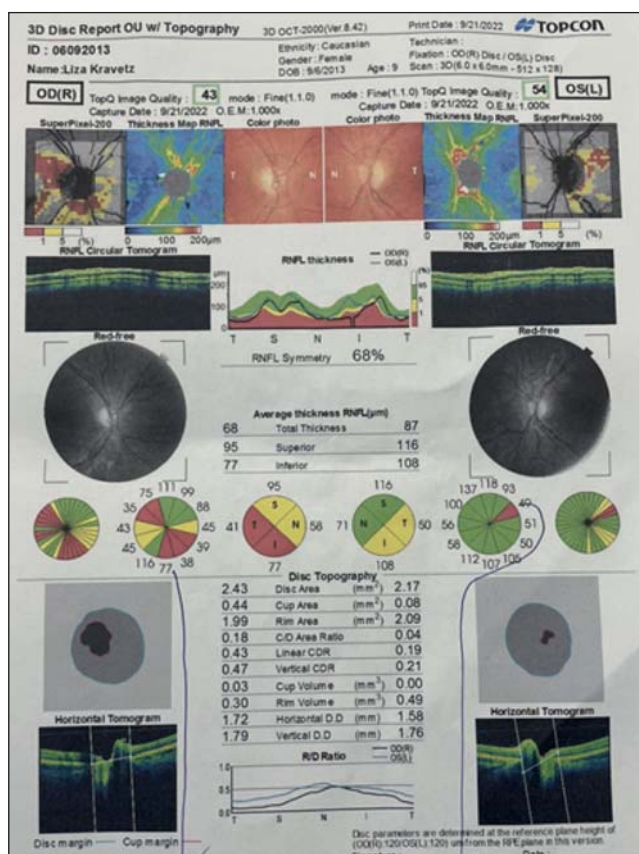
Оптична когерентна томографія з функцією ангиографії
